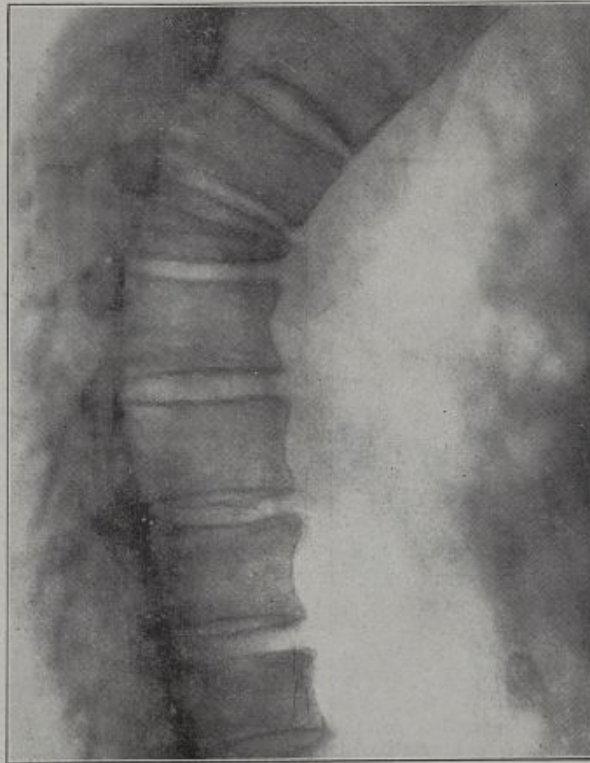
RADIOGRAPHIE DE PROFIL.
